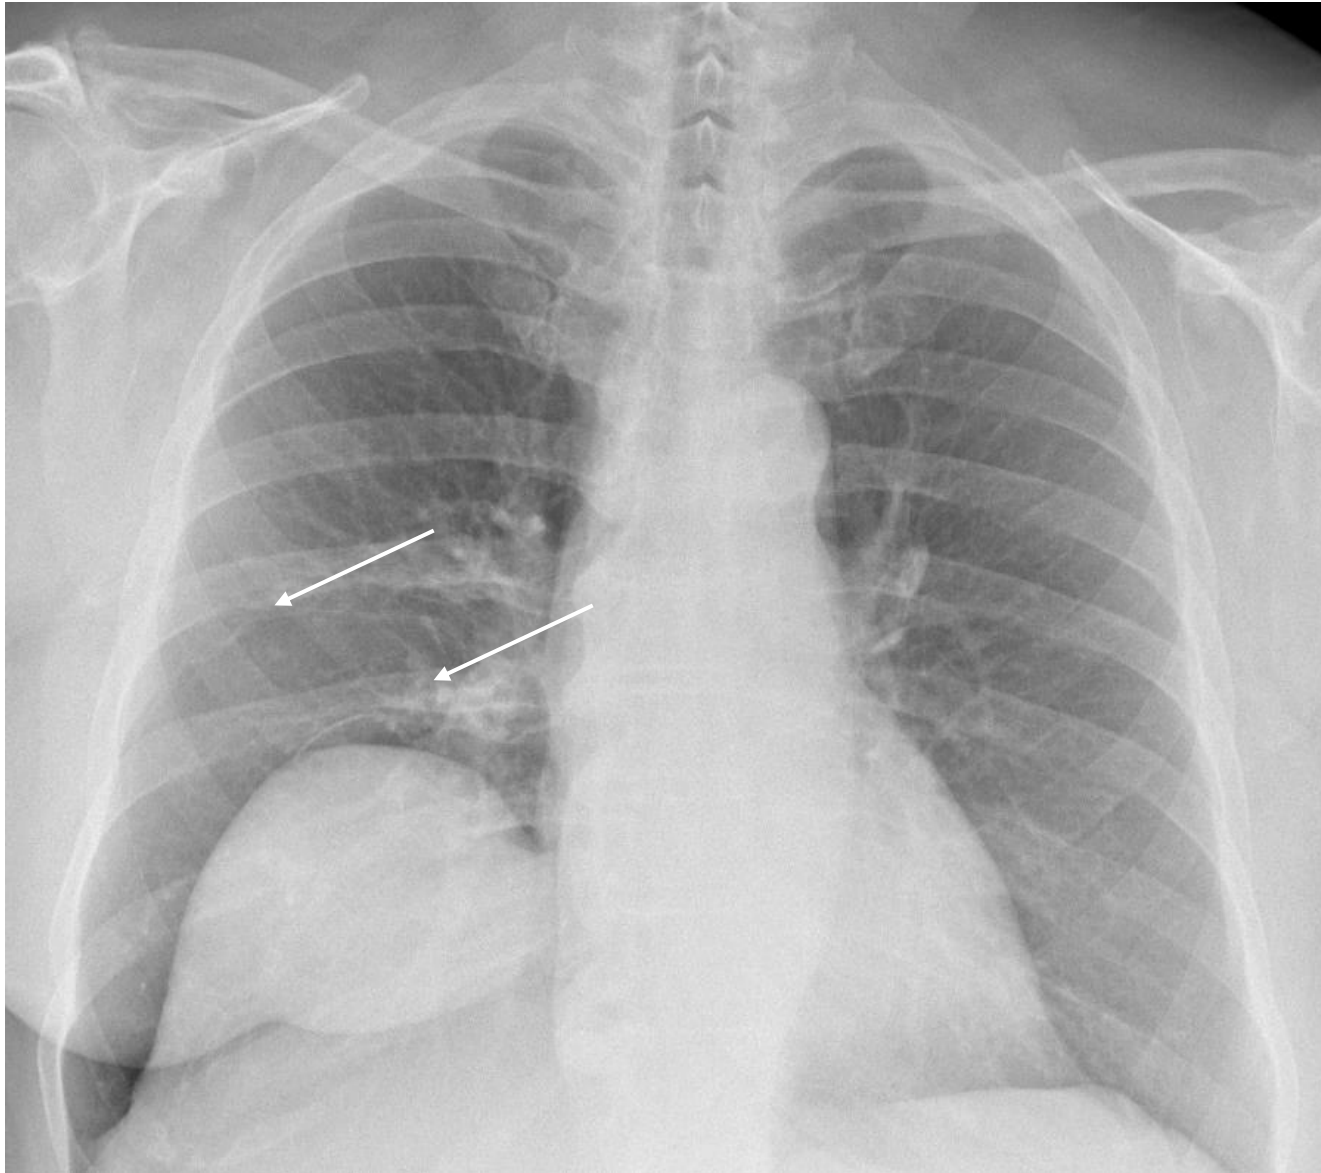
Radiografía PA. Finas bandas atelectásicas en campo pulmonar medio derecho (flechas), probablemente en relación con elevación de hemidiafragma ipsilateral.
